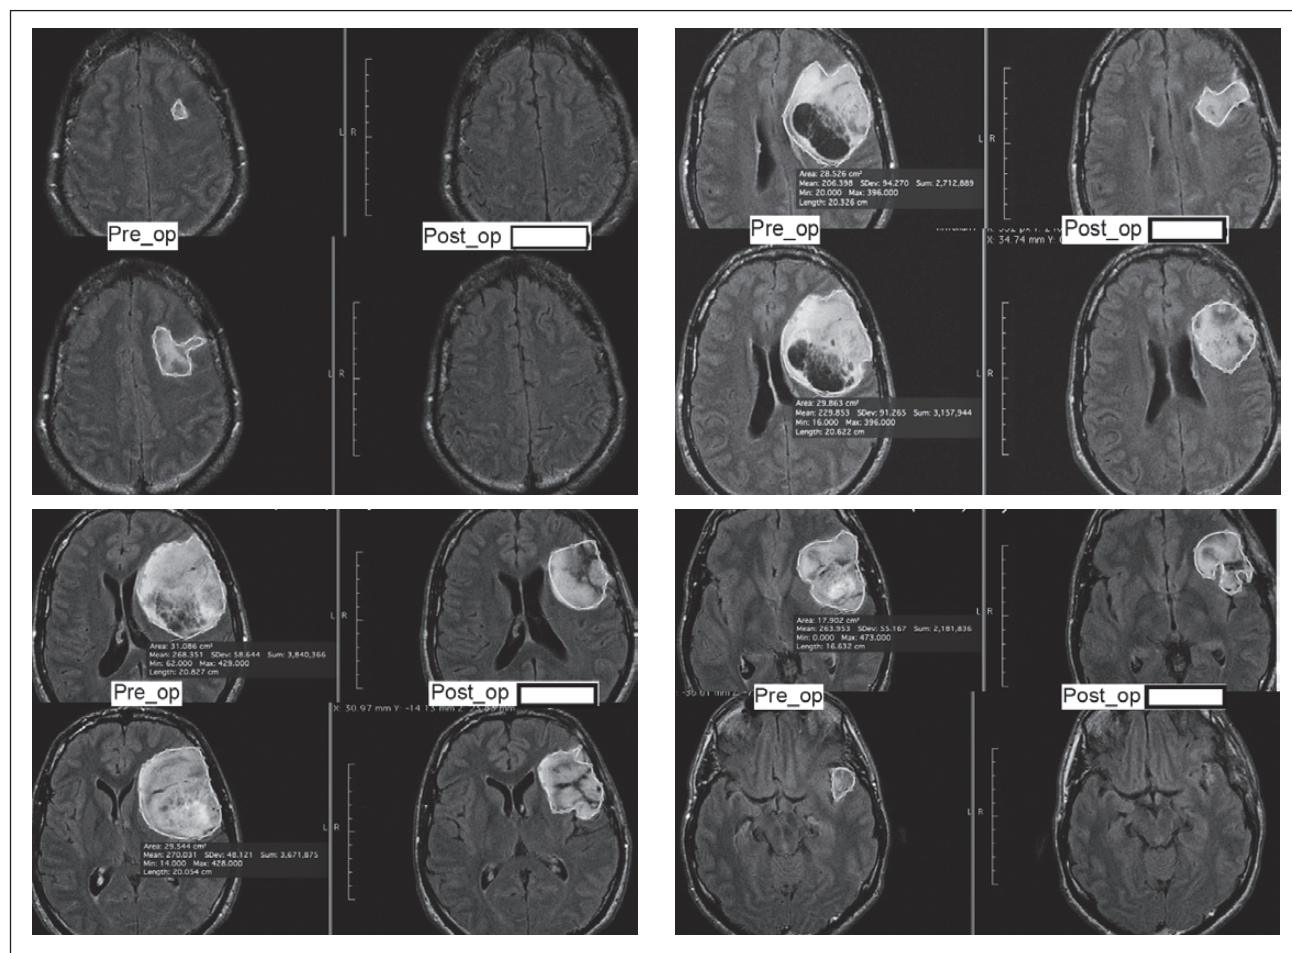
T1-weighted MRI of the brain shows volumetric analysis of pre- and post-operative volume of the tumor
